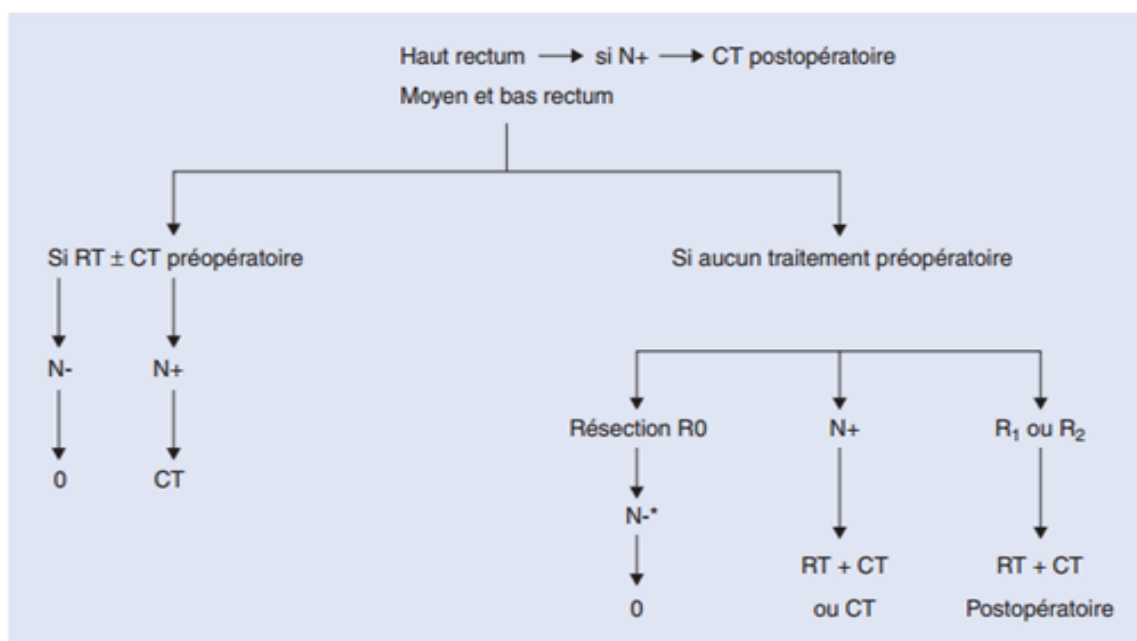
Arbre décisionnel. Traitement adjuvant. RT : radiothérapie ; CT :
